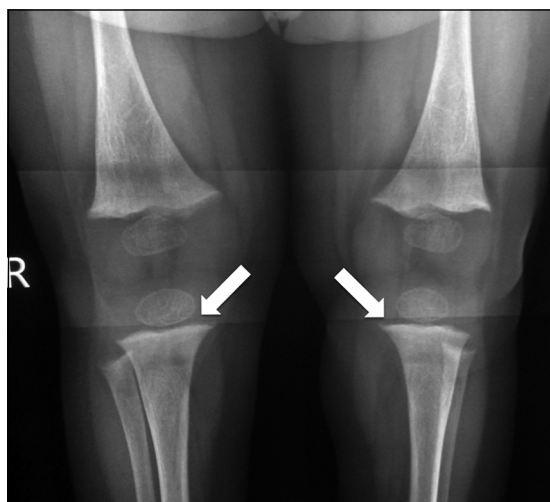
Radiografía de rodillas post tratamiento (6 meses). Desaparición prácticamente total de los signos de raquitismo. Sólo destaca borde metafisiario distal denso (flechas) como signo de raquitismo en recuperación.
